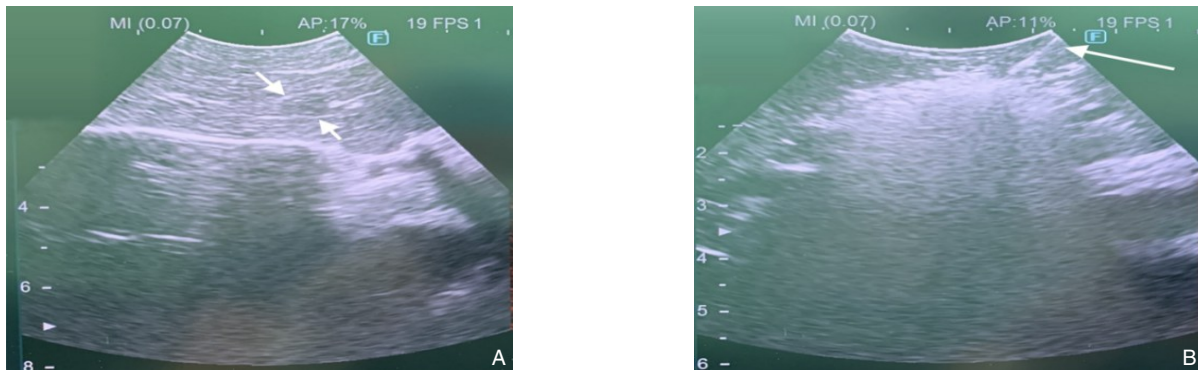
CE-IIOUS下行射频消融 A: 超声定位肿瘤; B: 对肿瘤行射频消融(箭头为消融针)
